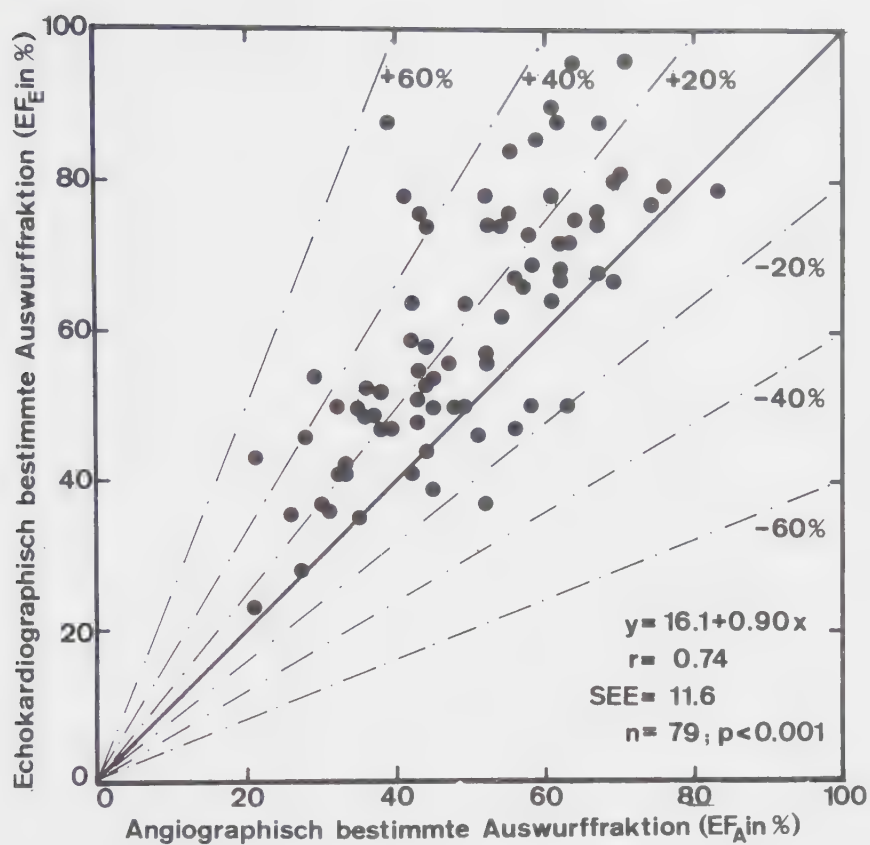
Vergleich der echokardiographisch (EF_E) und angiokardiographisch (EF_A) bestimmten Auswurfraction.
